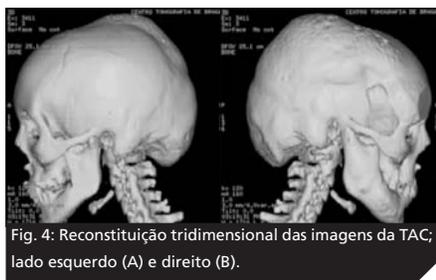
Reconstituição tridimensional das imagens da TAC; lado esquerdo (A) e direito (B).
